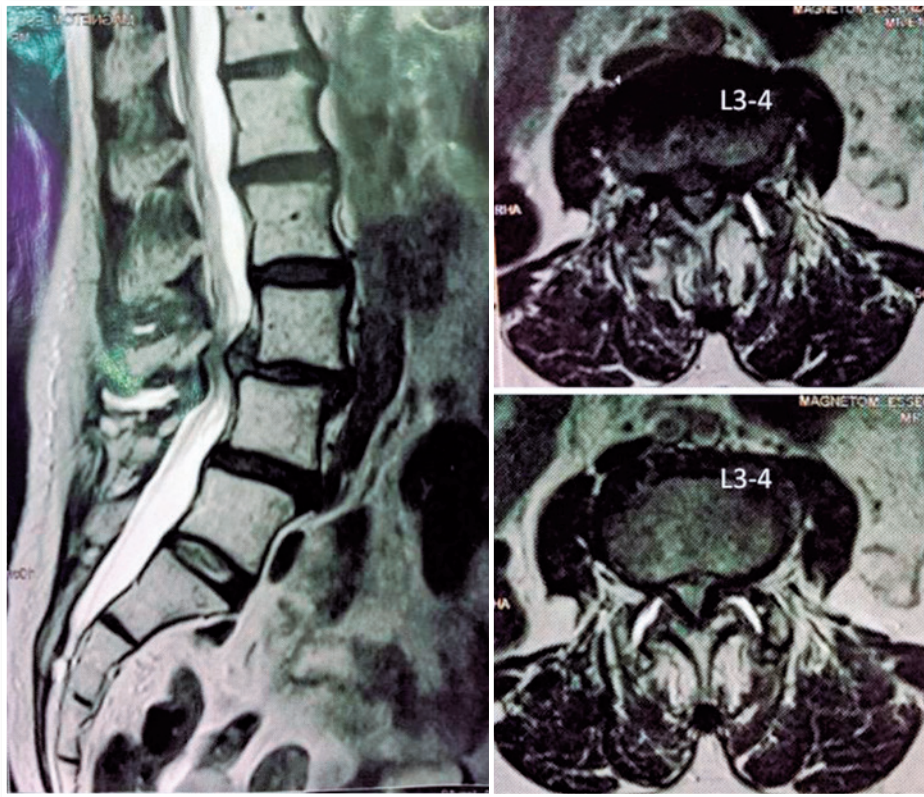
Imagens em corte sagital e axial de ressonância magnética da coluna lombar
